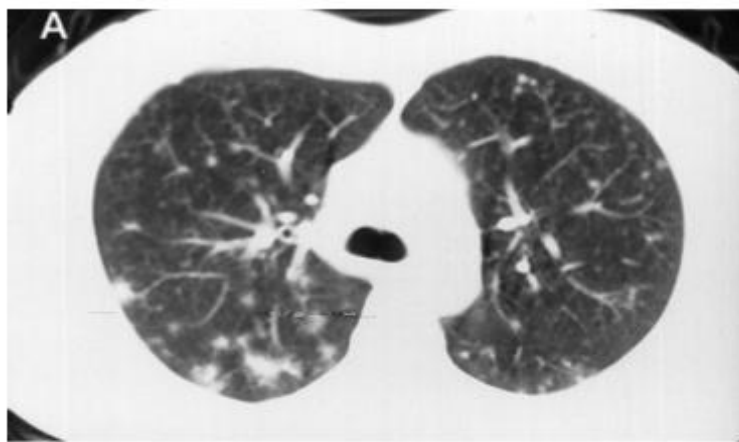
HRCT scan from patient 2 showing early disease with round nodules 3 to 10 mm in diameter at presentation (*top, A*). Rapid reduction in size of the nodules 2 months after smoking cessation (*center, B*). Complete radiologic resolution of the disease within 6 months of presentation (*bottom, C*).
